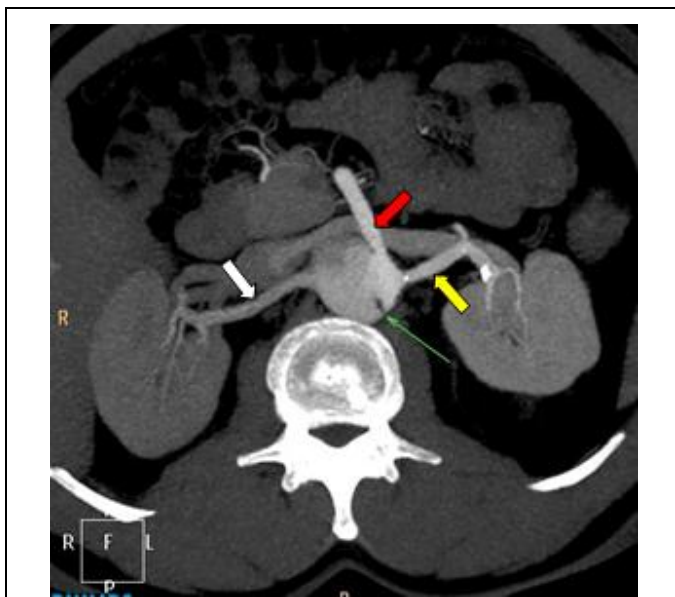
МСКТ брюшного отдела аорты. Артериальная фаза контрастного исследования, MIP реконструкция в аксиальной плоскости.
